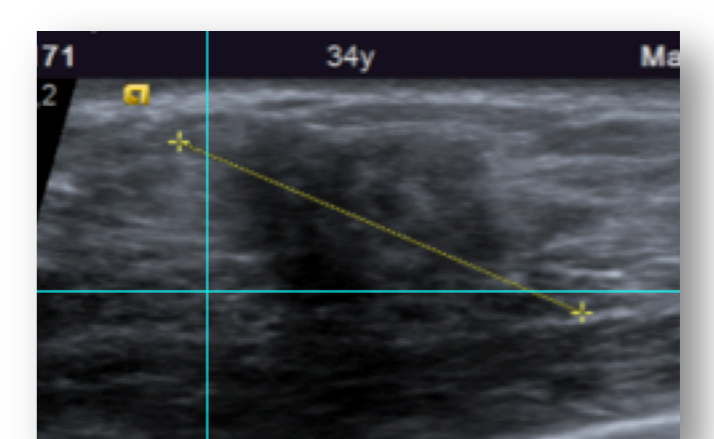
Ecografia mamária com realização de biópsia que demonstrou características sugestivas de tumor desmóide.
